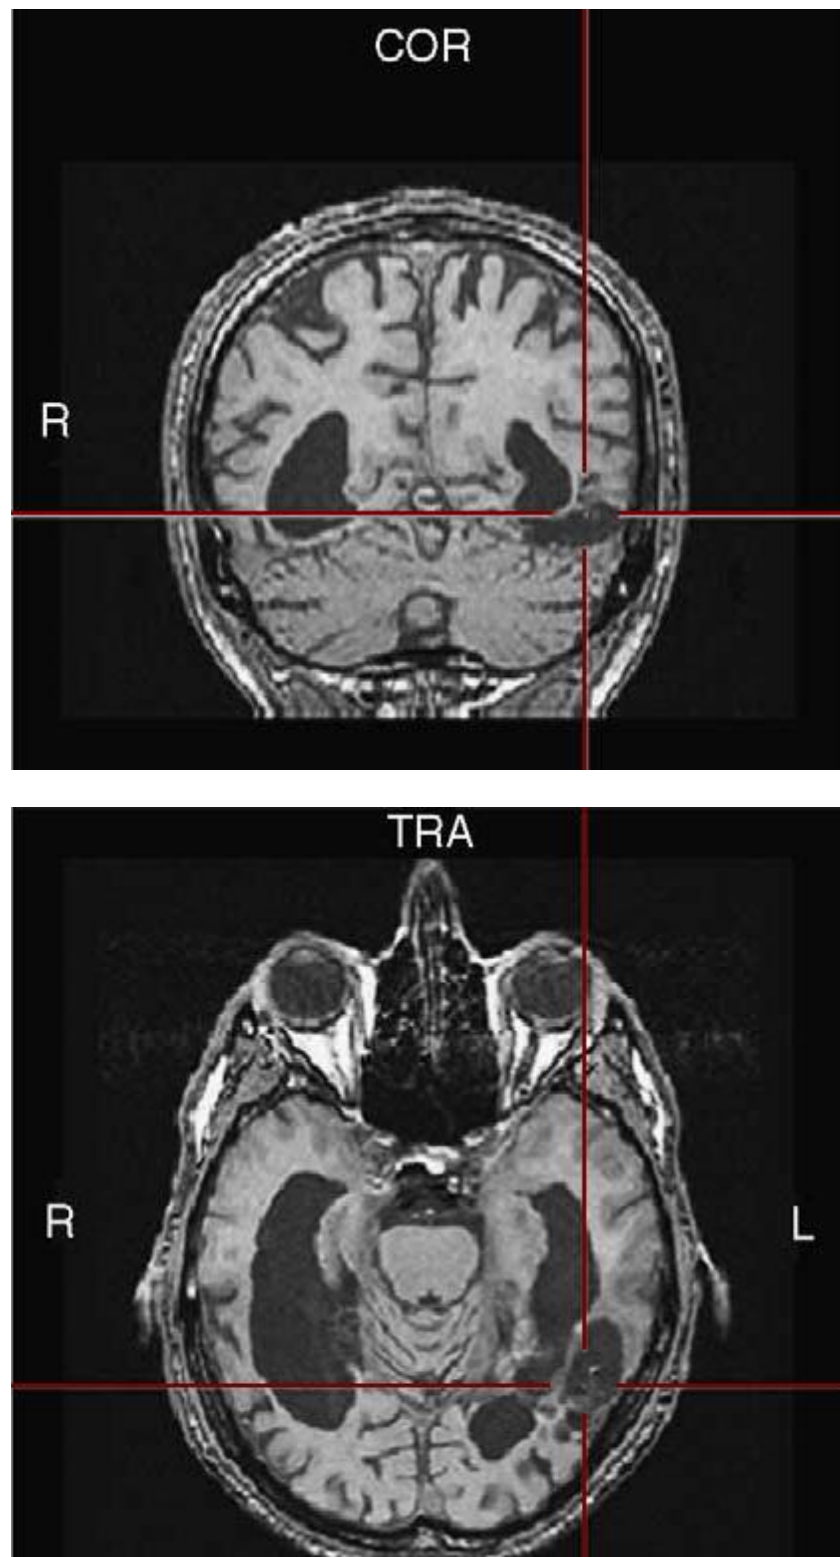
Imágenes por resonancia magnética (MRI) de un paciente con prosopagnosia.
